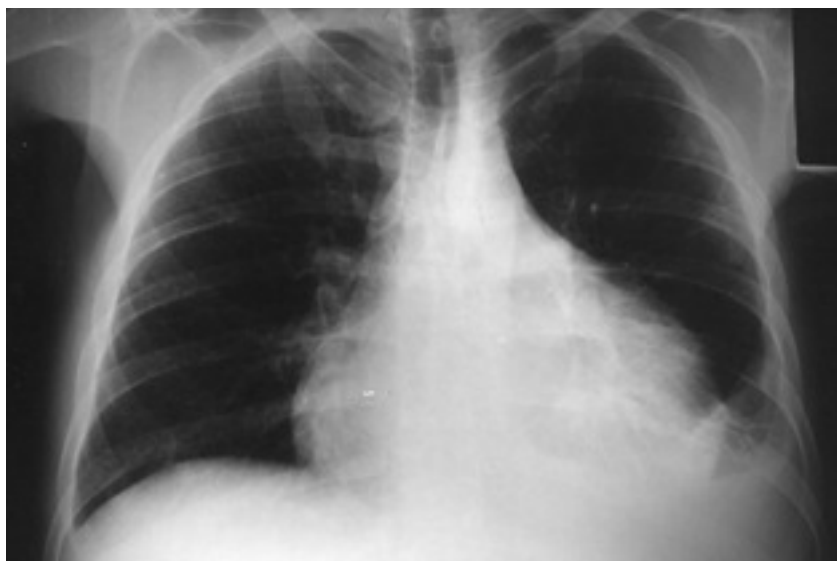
Radiografía de tórax en la que se observan derrame pleural y pericárdico por *Campylobacter fetus*.
